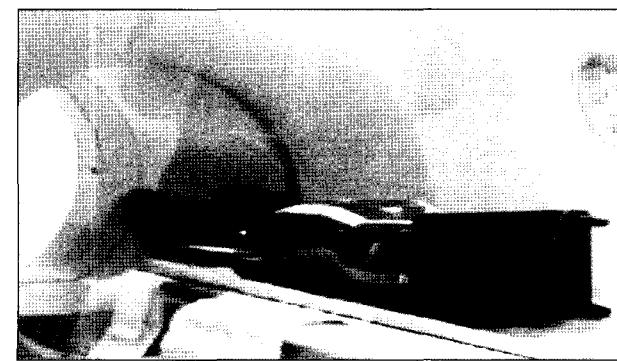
Alderson phantom in GE DSTe PET/CT.
